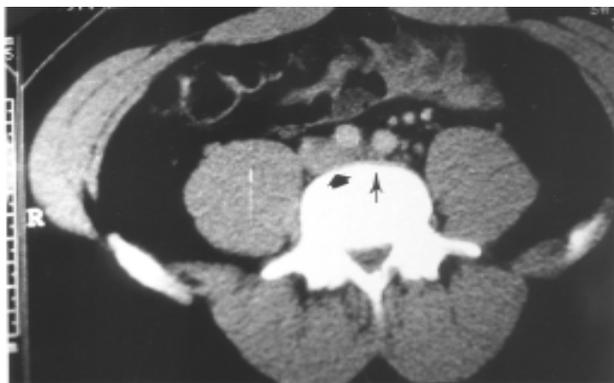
Angiotomografia computadorizada do abdômen. Evidencia-se trombo progredindo da veia íliaca comum esquerda para a veia cava (seta larga). Pode-se igualmente suspeitar da compressão da veia íliaca comum no nível do cruzamento com a artéria íliaca esquerda (seta fina).
